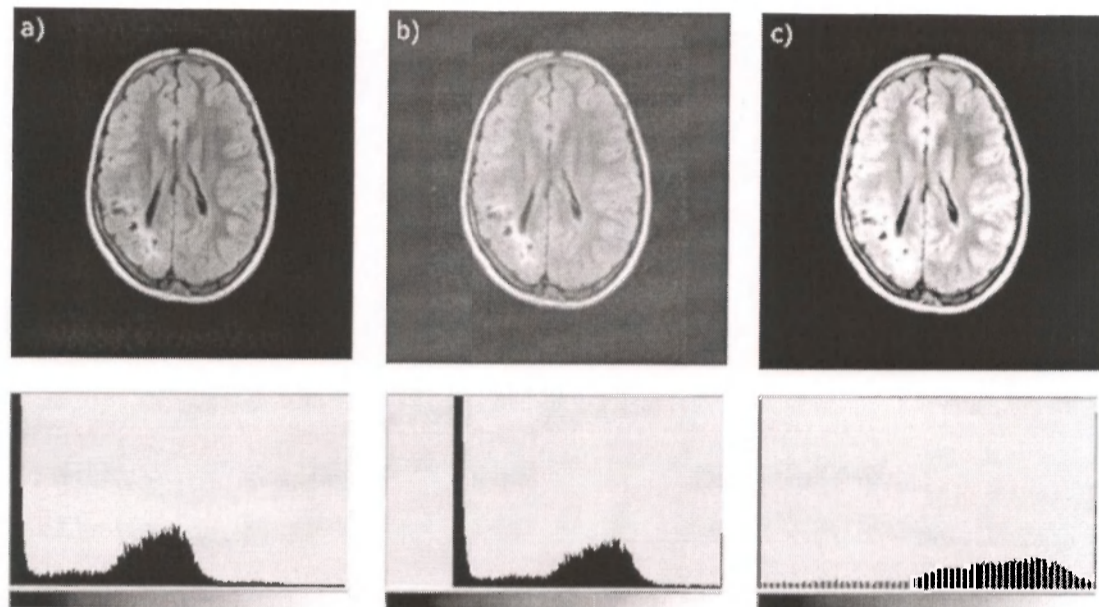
Imagem de exame de tomografia axial de cabeça humana. (a) imagem original, (b) imagem com o brilho alterado e (c) imagem com o contraste alterado.
